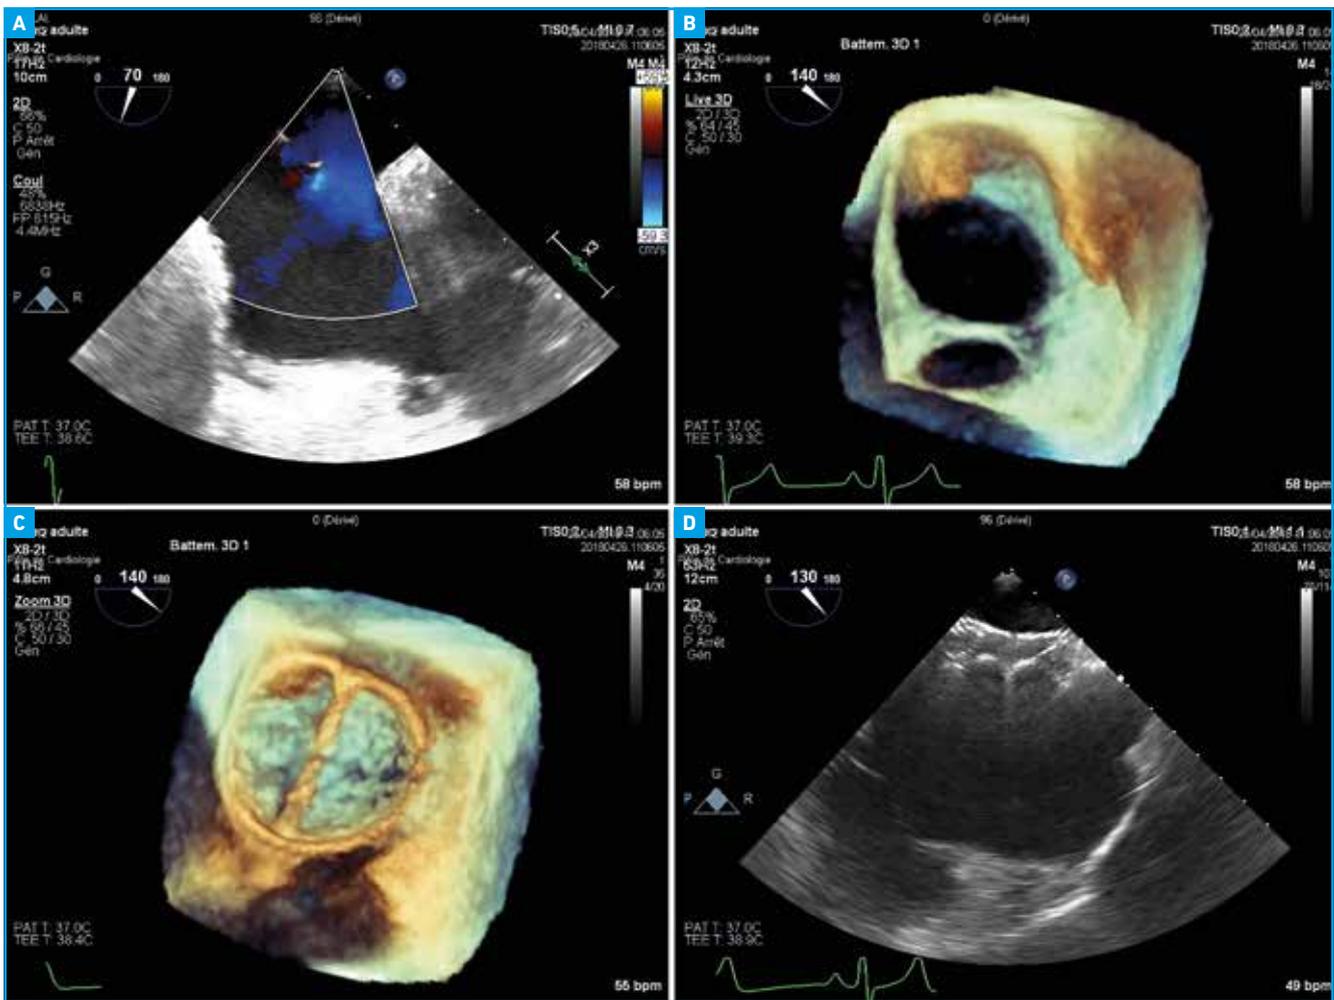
CIA complexe : 2 orifices séparés par une bride. A : ETO, Doppler couleur : 2 orifices ; B : ETO, zoom 3D : vue en face du SIA à parti de l'OG ; C : mesure au sizing balloon du plus grand orifice : le ballon repousse la bride ; D : fermeture simple par une seule prothèse, positionnée dans la grande CIA, qui repousse la bride et obstrue les 2 orifices.
